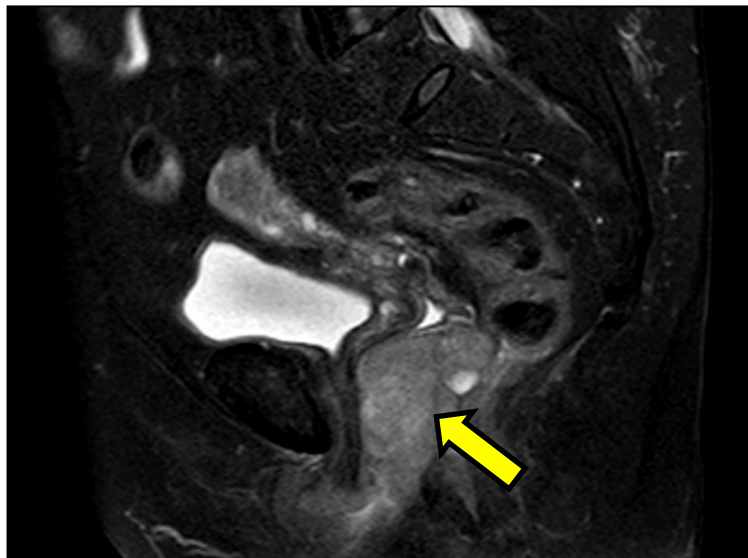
Corte sagital de Resonancia Nuclear Magnética en la que se aprecia tumoración (flecha) a nivel del tabique recto vaginal. Fuente: Servicio de Radiología del HCUVA.
